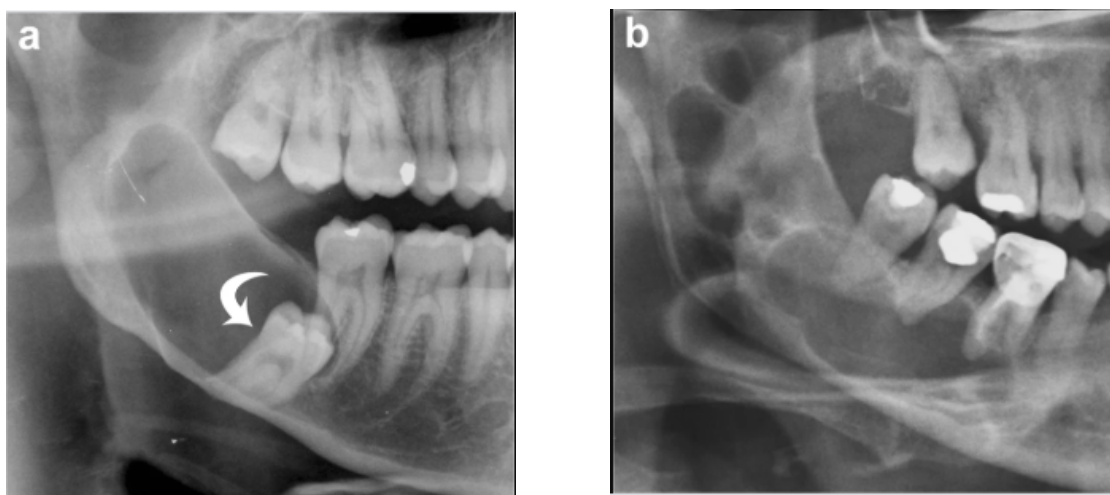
Queratocistos odontogênicos mandibulares. "A" radiografia panorâmica cortada mostra uma lesão unilocular na mandíbula posterior e ramo que determina o deslocamento mesial do terceiro molar impactado. "B" radiografia panorâmica cortada demonstra lesão multilocular ocupando a mandíbula e o ramo posterior com padrão de bolha de sabão
